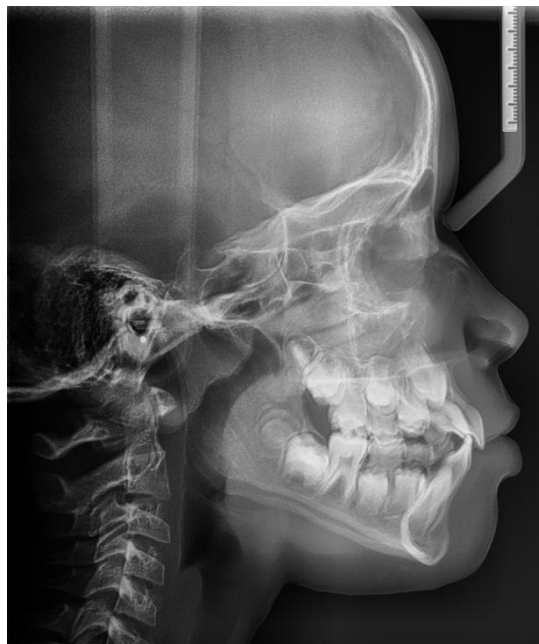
Telerradiografia de perfil - final
